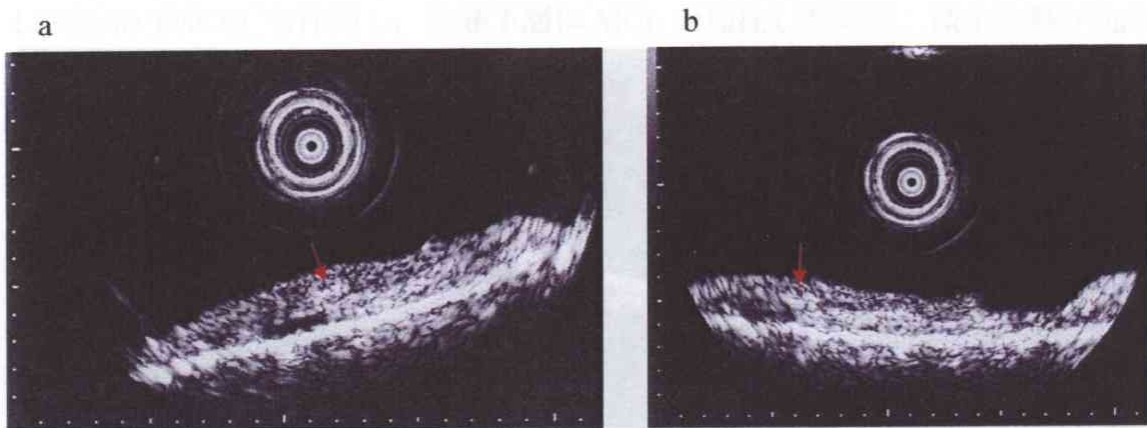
Magnetite cationic liposome の局注部位の超音波内視鏡所見
